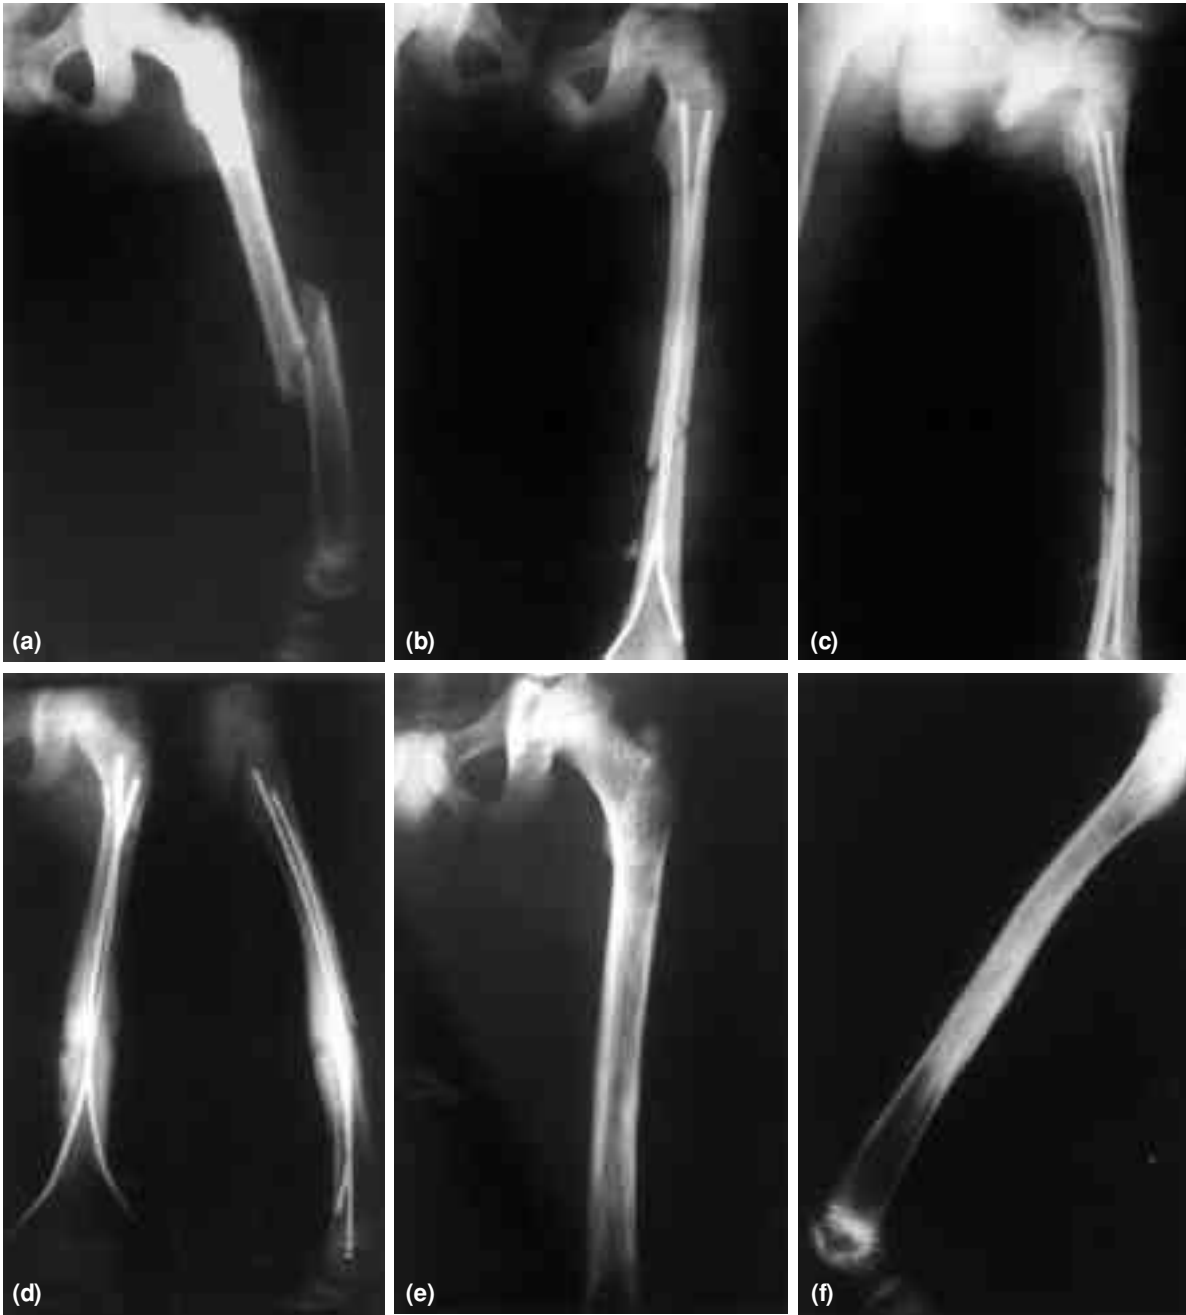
Sekiz yaşındaki bir olgunun (a) ameliyat öncesi grafisi. Kapalı redüksiyon sonrası çivilenen olgunun (b,c) erken ameliyat sonrası ve (d,e) ameliyat sonrası sekizinci aydaki ön-arka ve yan grafileri.
